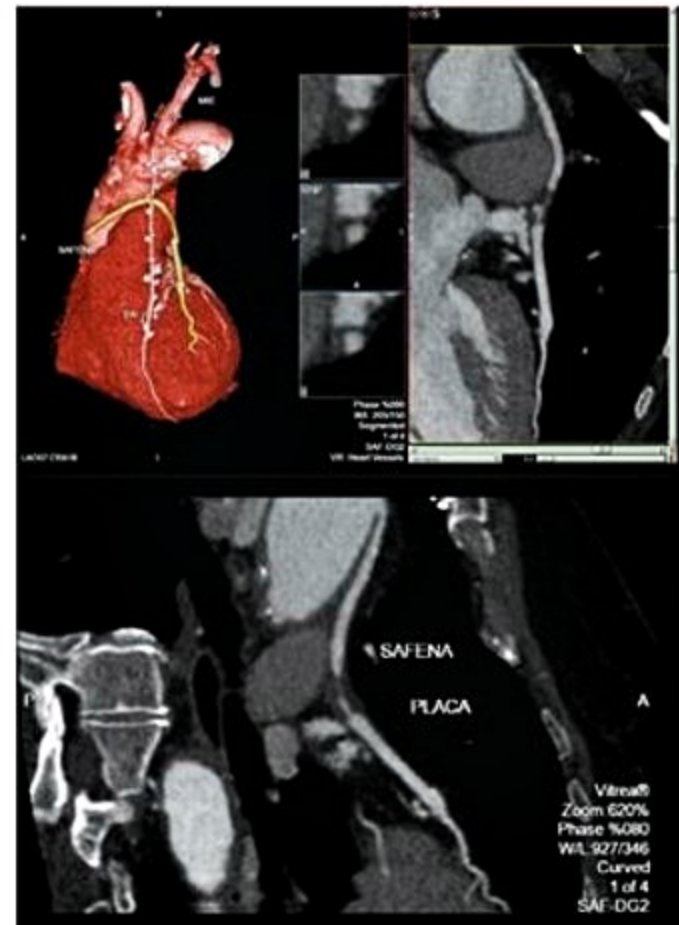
Angiotomografia demonstrando lesão significativa em enxerto venoso. Reconstruções tridimensionais e reformatações curvas de enxerto venoso.
